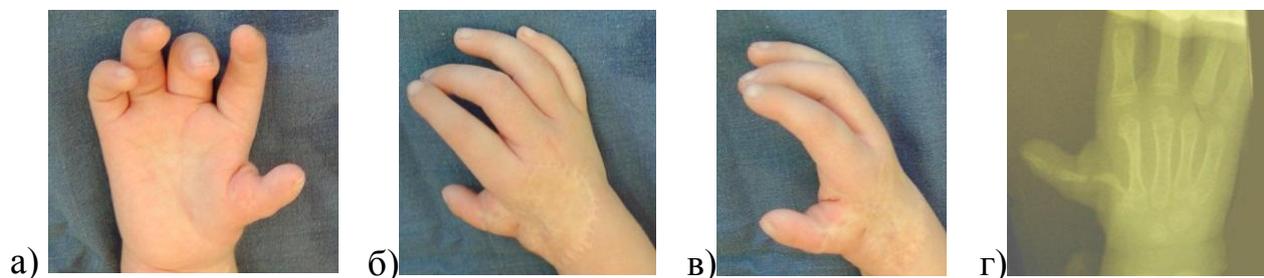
Внешний вид, функция и рентгенограмма правой верхней конечности б-ой П., 4 года, и/б № 1821/С2007, с гипоплазией 1 пальца после многоэтапного хирургического лечения.
